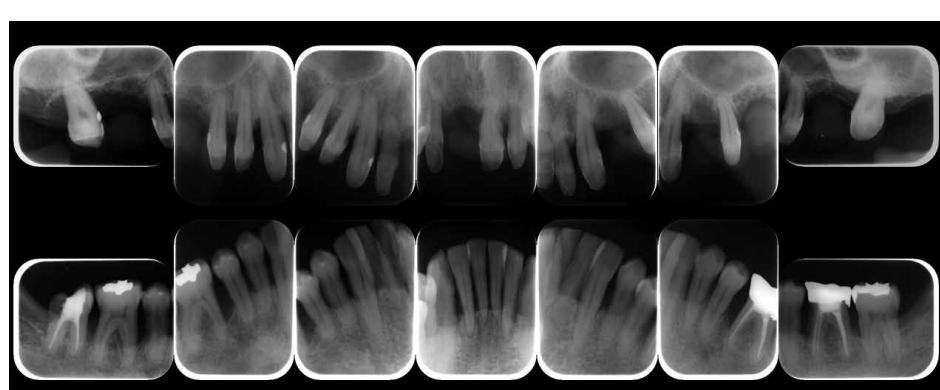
歯周基本治療終了後14枚法デンタルX線写真(2010.1)
